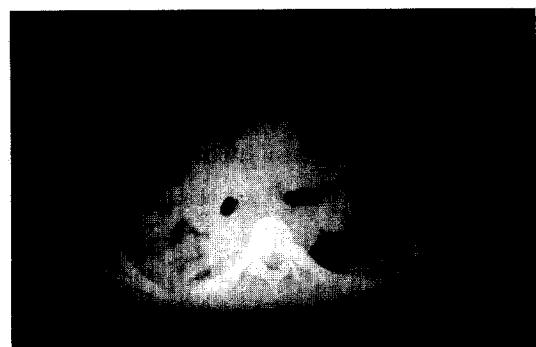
Chest CT scan showed bilateral enlargement of mediastinal and hilar lymph nodes, and bilateral patchy infiltration and consolidation of both lower lobes.
